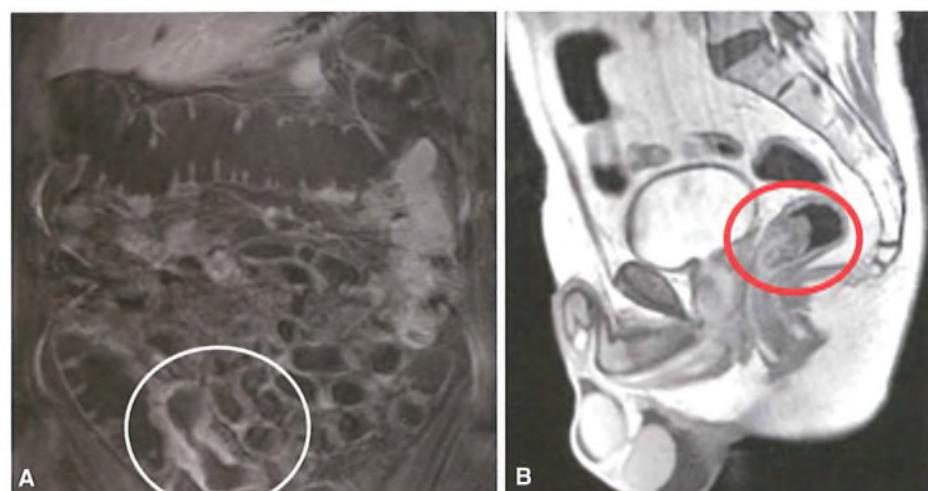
RMN dell'ileo e del colon: l'esame permette di apprezzare la presenza di malattia di Crohn localizzata all'ultima ansa ileale (A) e di eteroplasia vegetante del retto (B).
